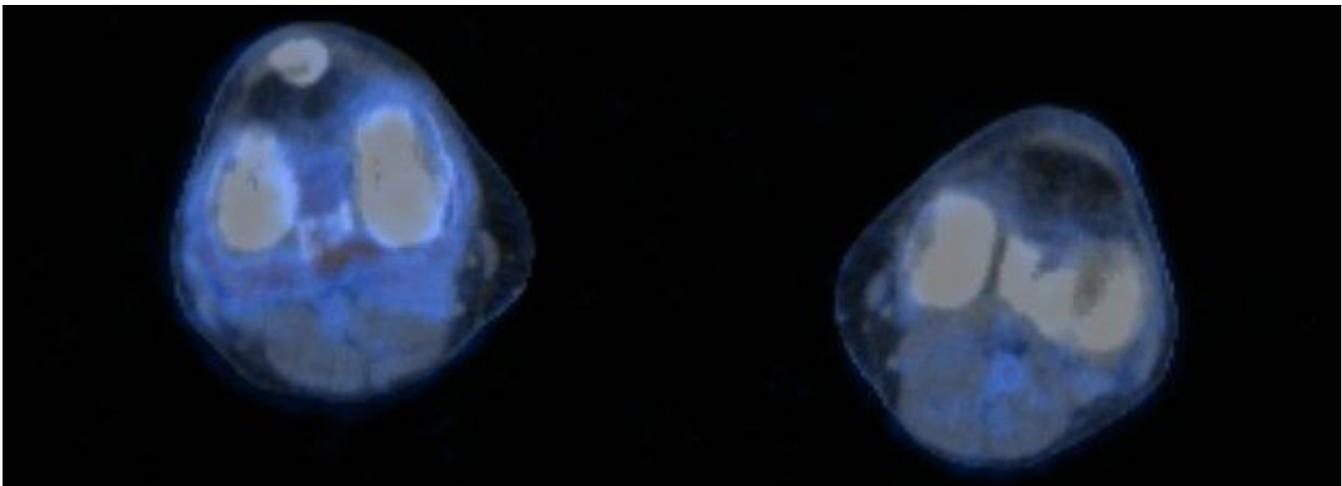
Leichtgradige synoviale Aktivität des rechten Kniegelenks im PET-CT
